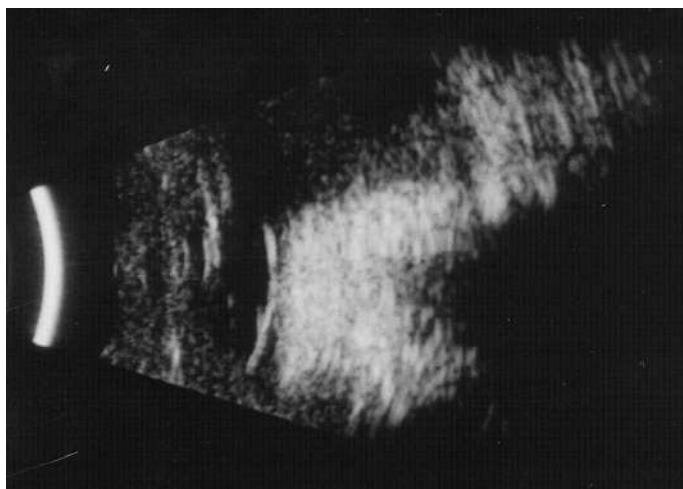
Échographie en mode B : rétinoblastome chez un enfant de 20 mois.
